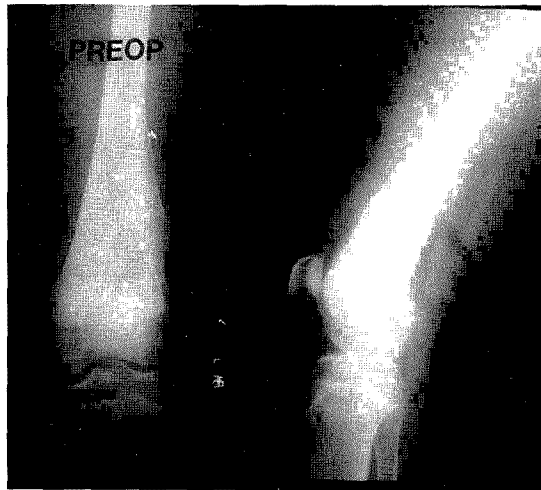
Preop. X-ray in 16 year-old male.
